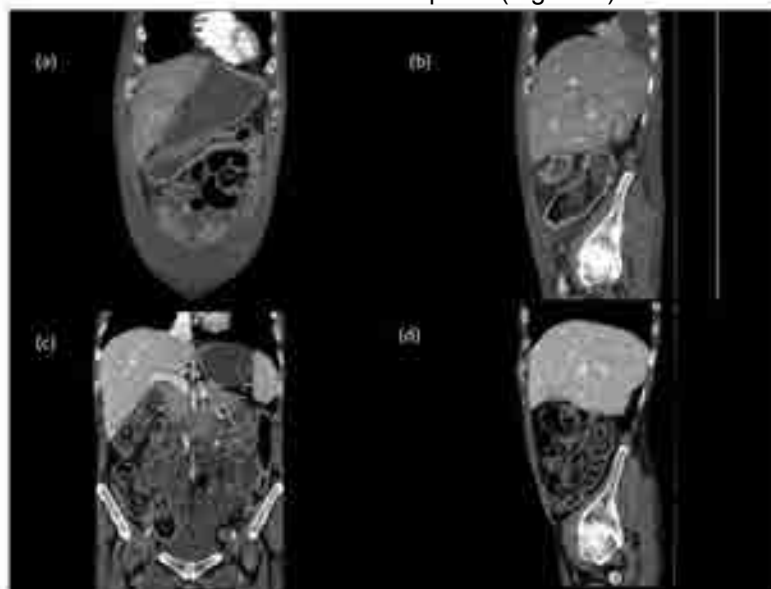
Paciente com diagnóstico prévio de Retocolite Ulcerativa realizou enterotomografias pré e pós-tratamento. Imagens (a) e (b): demonstram espessamento parietal dos cólons, mais evidente no cólon transverso e sigmóide, com infiltração do tecido adiposo pericólico. Após o início do tratamento (imagens (c) e (d)), observou-se importante regressão dos sinais inflamatórios.
